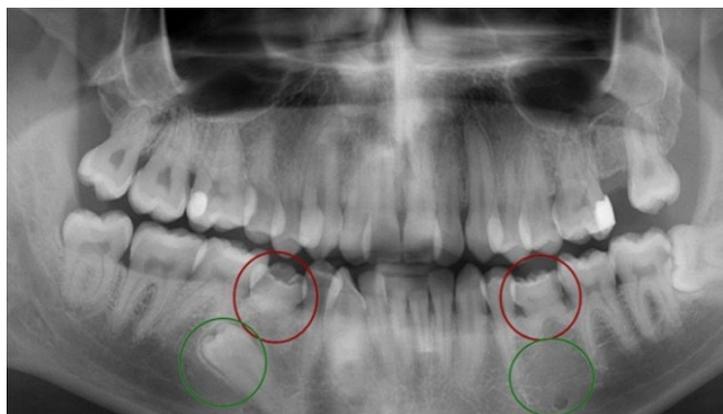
Ortopantomografía. Se observa la presencia del segundo premolar inferior derecho retenido y la ausencia congénita del segundo premolar inferior izquierdo, también se aprecia el tercer molar inferior derecho impactado.
